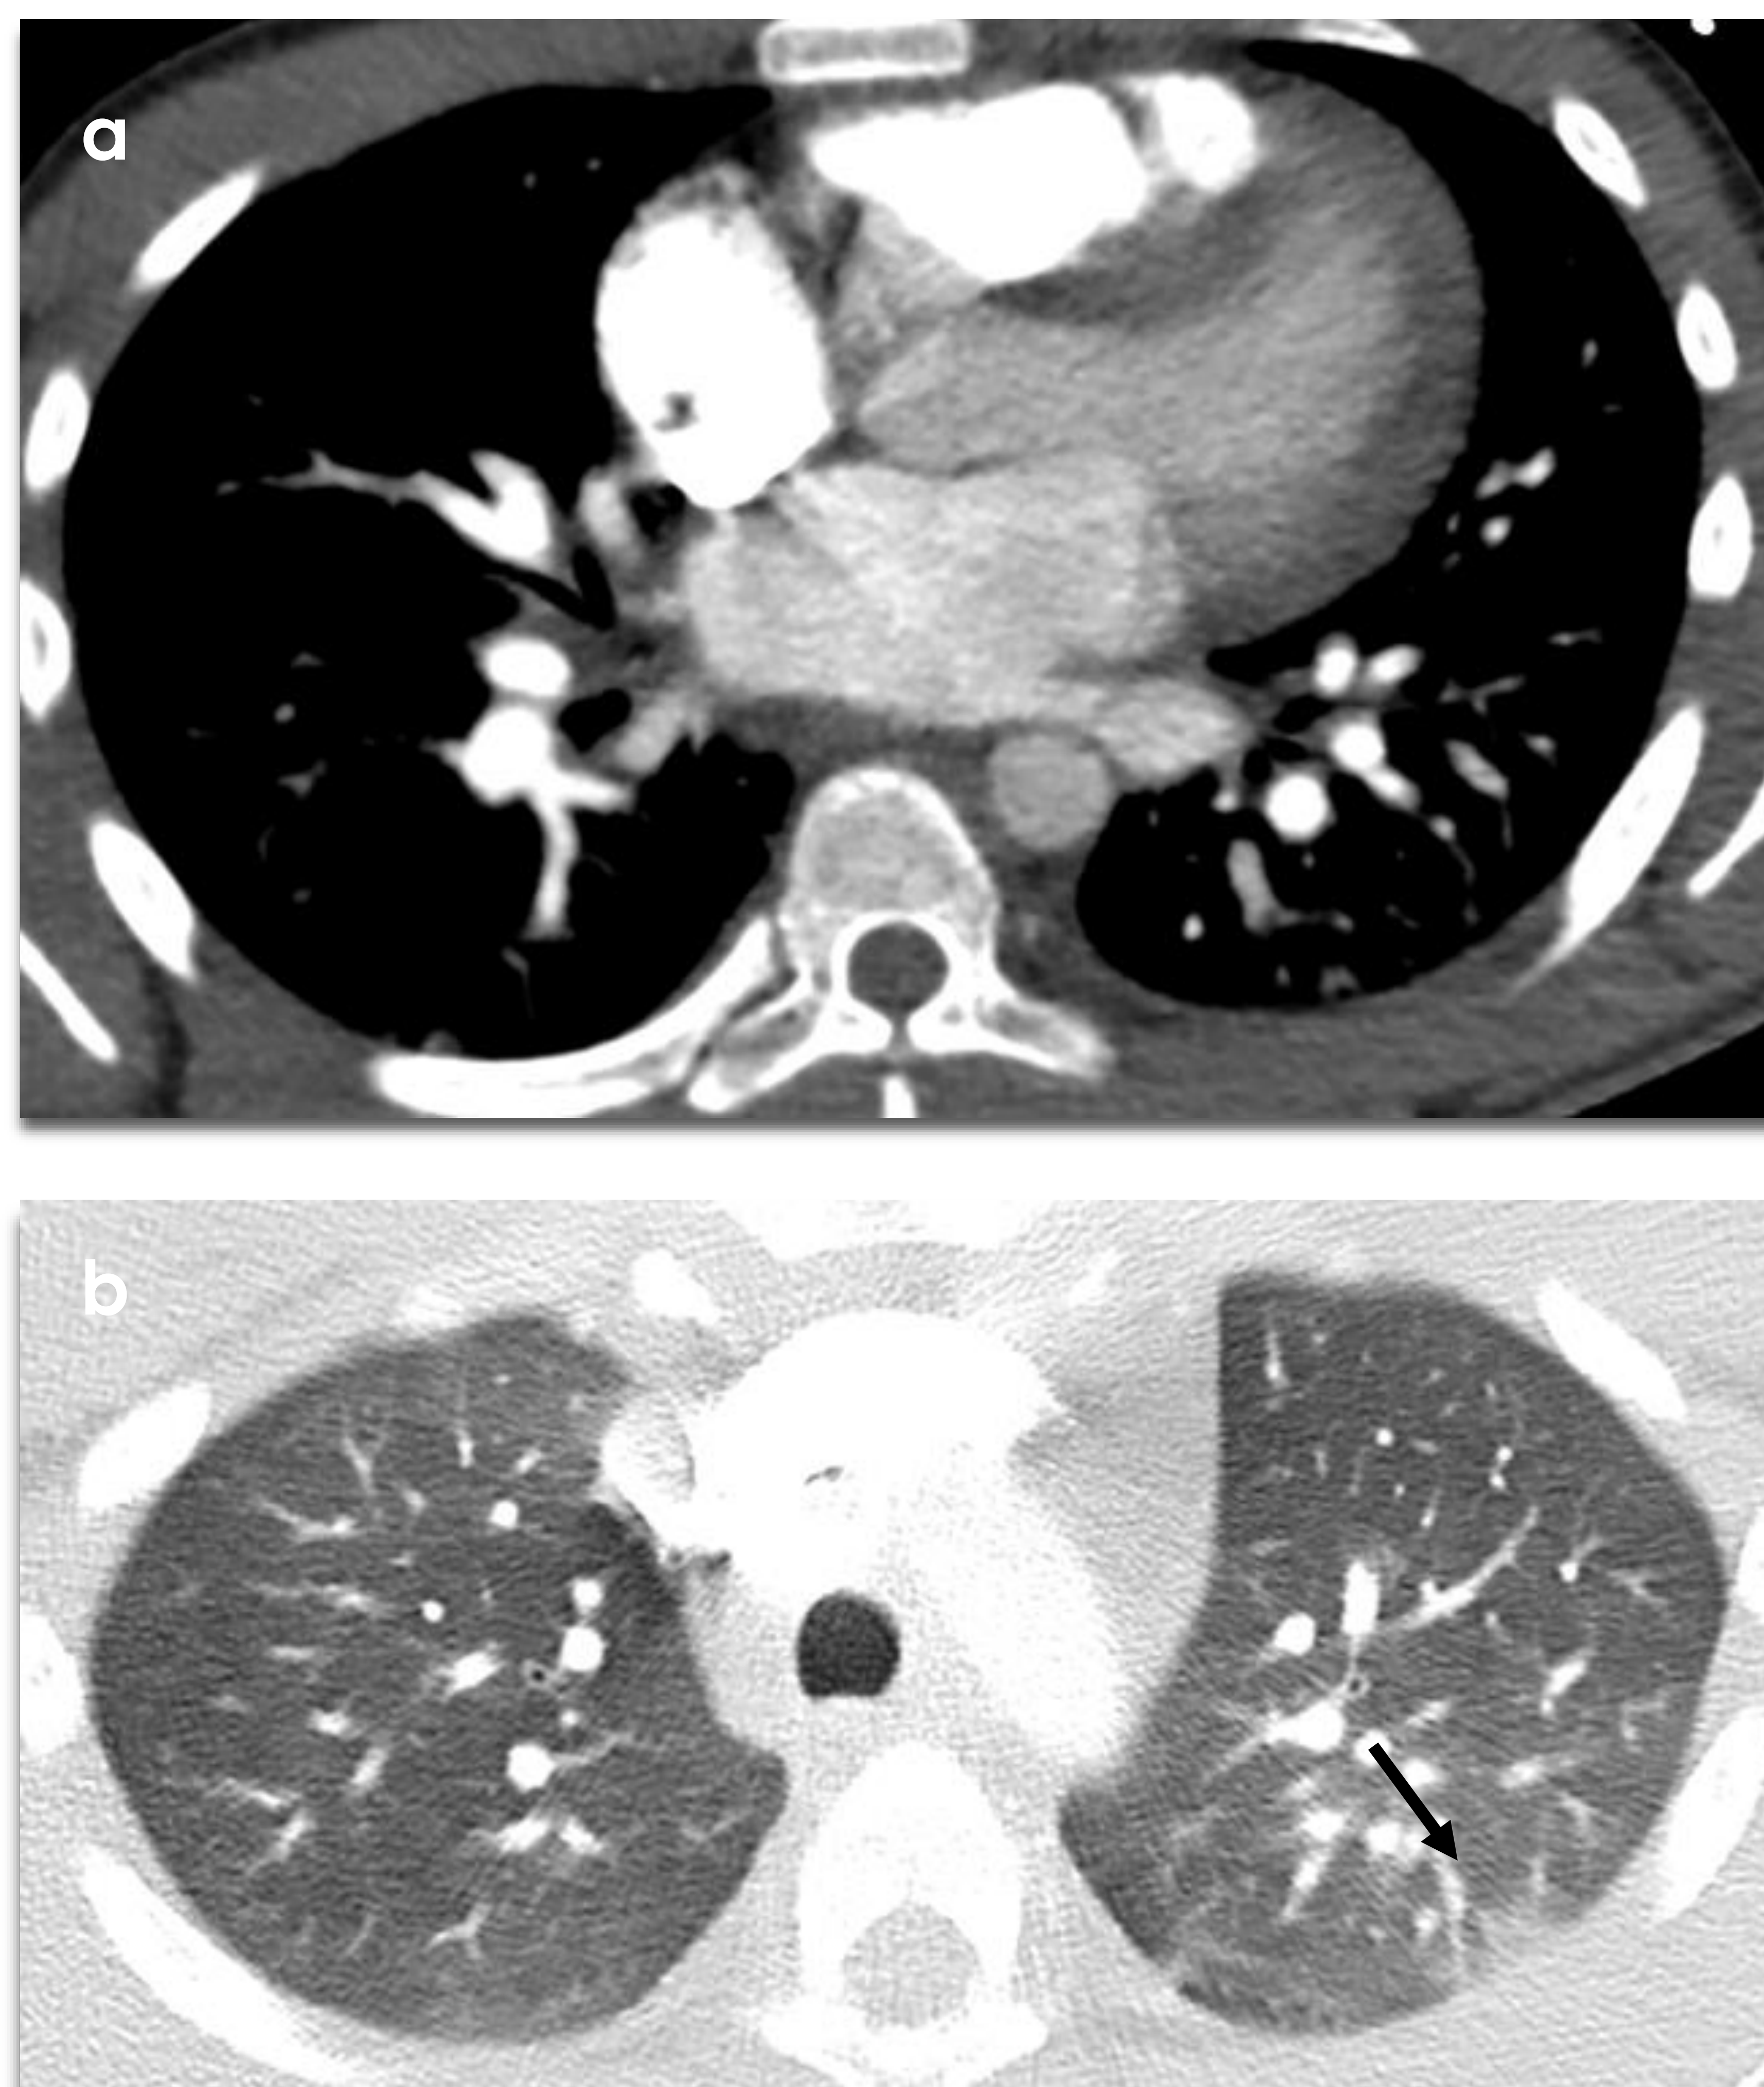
Mismo paciente que Figura 1. TC torácica realizada por sospecha de TEP. En la ventana de mediastino se confirma el aumento de tamaño del corazón con engrosamiento perihiliar bilateral (a). En la ventana de pulmón (b) se identifican aisladas opacidades subpleurales en vidrio deslustrado en el LSI (flecha). No presentaba tromboembolismo pulmonar.
